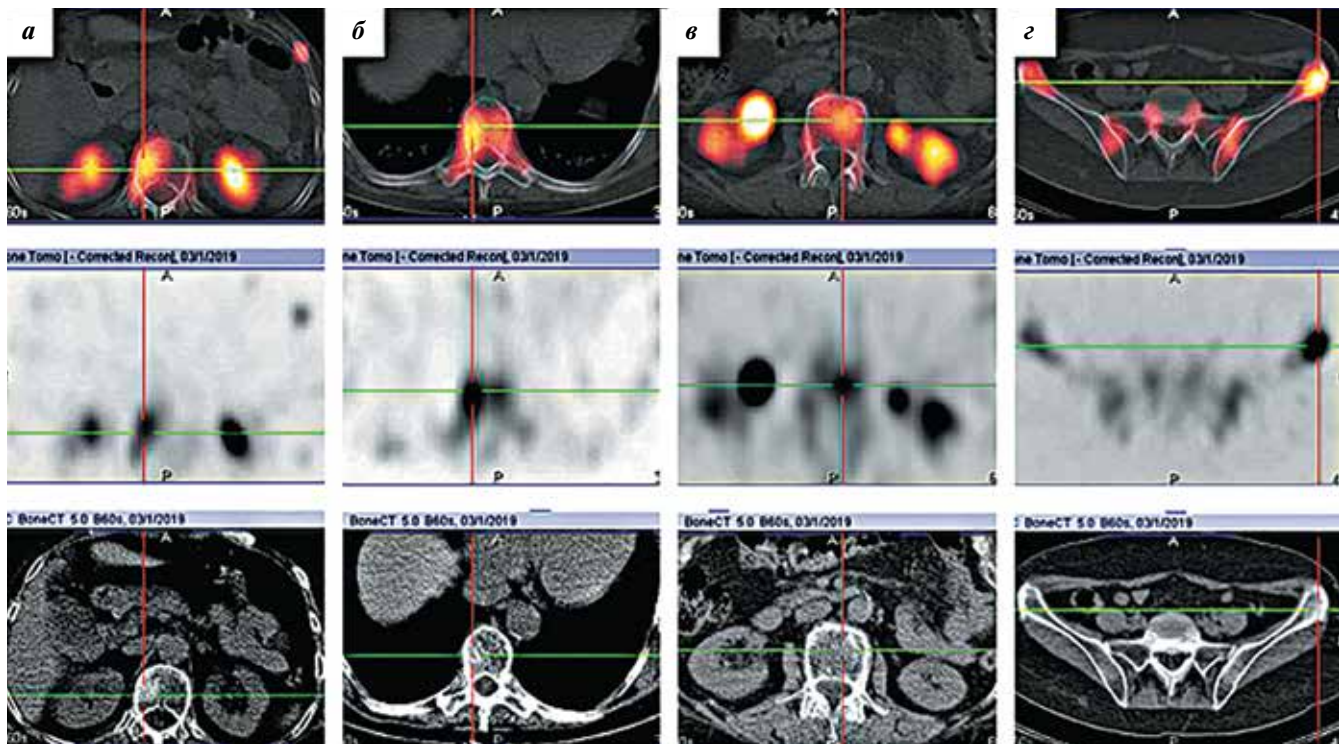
Пациентка С. Компьютерная томография, совмещенная с однофотонной эмиссионной томографией. Срезы на уровне позвонка Th_{12} и 7-го левого ребра (а), позвонков Th_9 (б), L_3 (в), крыльев подвздошных костей (г)
